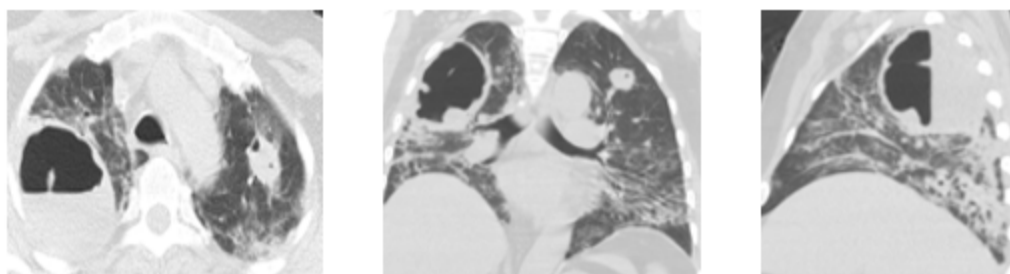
Paciente I masculino 64 años, TAC de ingreso; infiltrado en vidrio esmerilado bilateral
